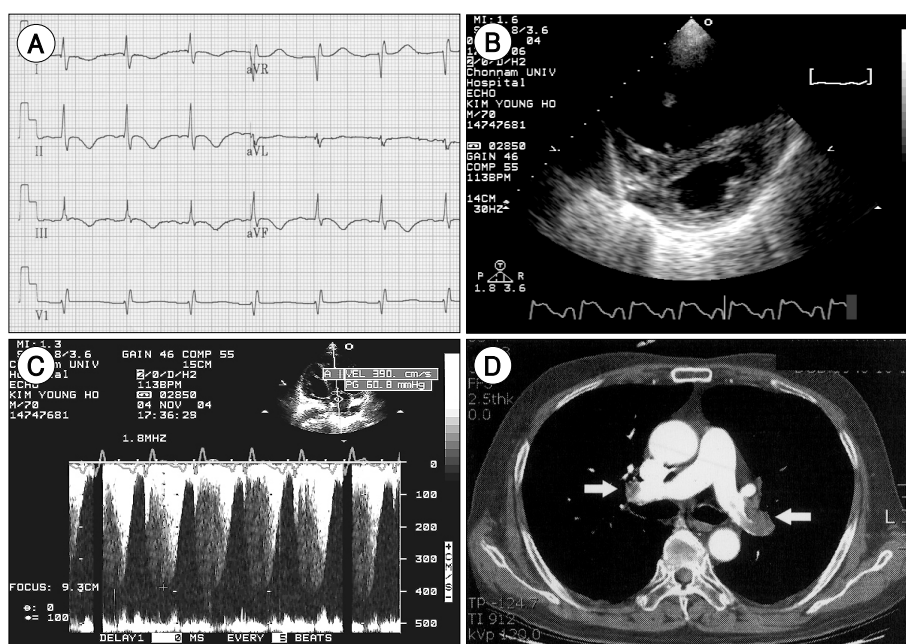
Panel A shows T-wave inversion in lead II. Panel B shows D-shape left ventricle during systole on parasternal short axis view. Panel C shows tricuspid regurgitation on Doppler echocardiography. Peak velocity was 3.9 m/sec. Calculated systolic pulmonary arterial pressure was 70.8 mmHg. Panel D shows thromboembolic occlusion (arrow) in main pulmonary artery on chest CT angiography.
